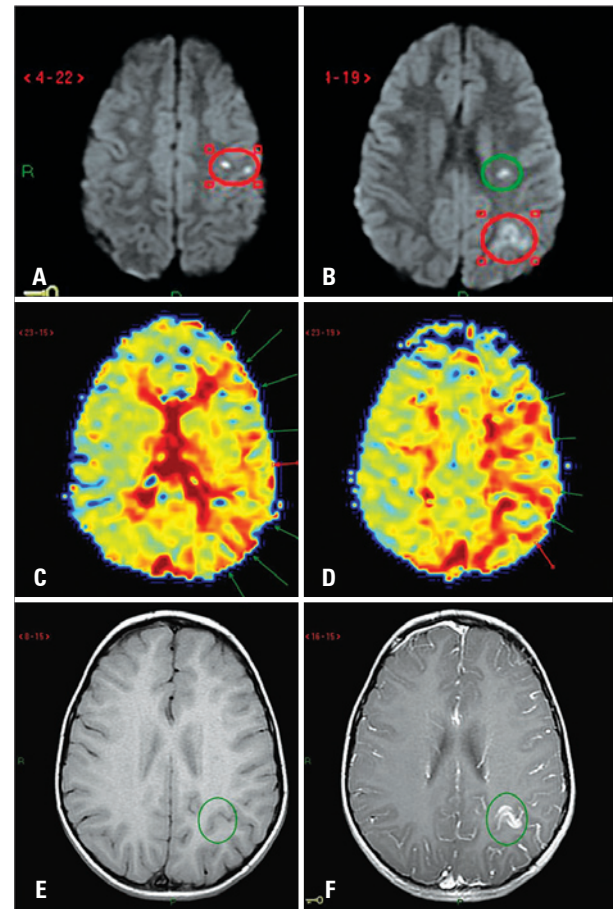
Ressonância magnética do cérebro. Imagens ponderadas em difusão (A e B) mostram áreas de restrição à difusão no centro semioval (círculo verde), giro pré-central e lóbulo parietal inferior (círculos vermelhos). O mapa paramétrico colorido baseado no tempo de trânsito médio (C e D) mostra áreas de hipoperfusão desacopladas com difusão (setas) nas zonas de fronteira vascular do hemisfério esquerdo. As imagens ponderadas em T1 antes (E) e depois (F) do contraste paramagnético IV demonstram áreas de quebra da barreira hematoencefálica no lóbulo parietal inferior (círculos verdes)
